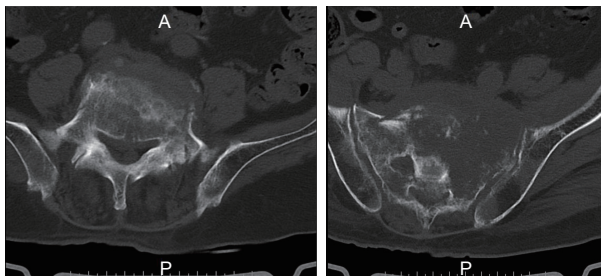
腰椎+骶椎 CT: L₅ 椎体骨转移; S₁、S₂ 椎体及左侧骶髂关节侧骨转移并周围软组织形成, 范围较前增大; 相应节段骶管及左侧骶孔变窄较前明显。
